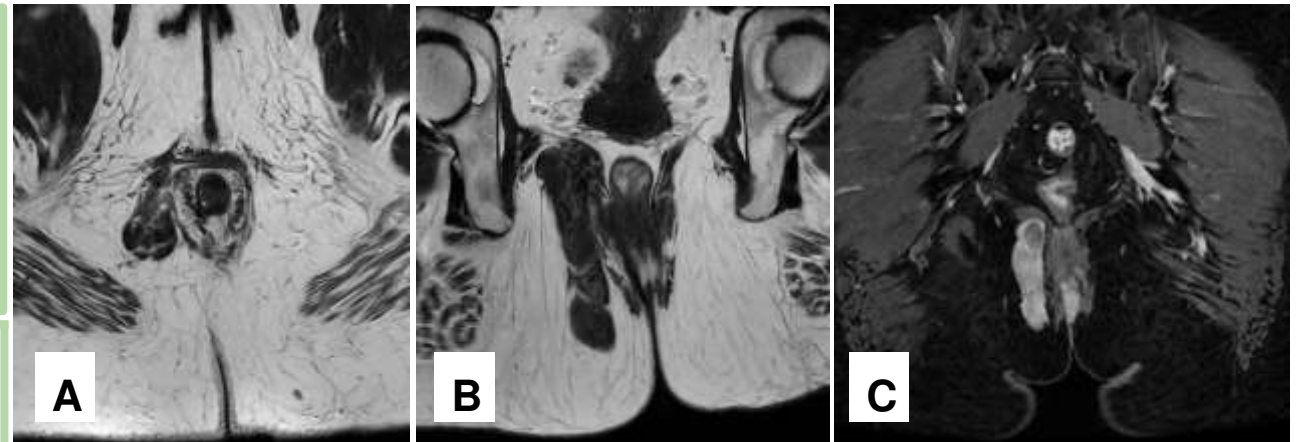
RM de recto: corte axial (A) potenciado en T2, oblicuo (B) T2 y coronal (C) poscontraste en mujer con bulto de larga evolución. Se observa en la fosa isquiorrectal derecha una lesión sólida alargada de 10 cm en dirección craneocaudal. Presenta una señal intermedia en T1 y muy hipointensa en T2, sin restricción de la difusión. No presenta signos de invasión directa de los planos musculares. Tras la administración de contraste, presenta un intenso realce. El estudio posquirúrgico diagnosticó leiomioma.
